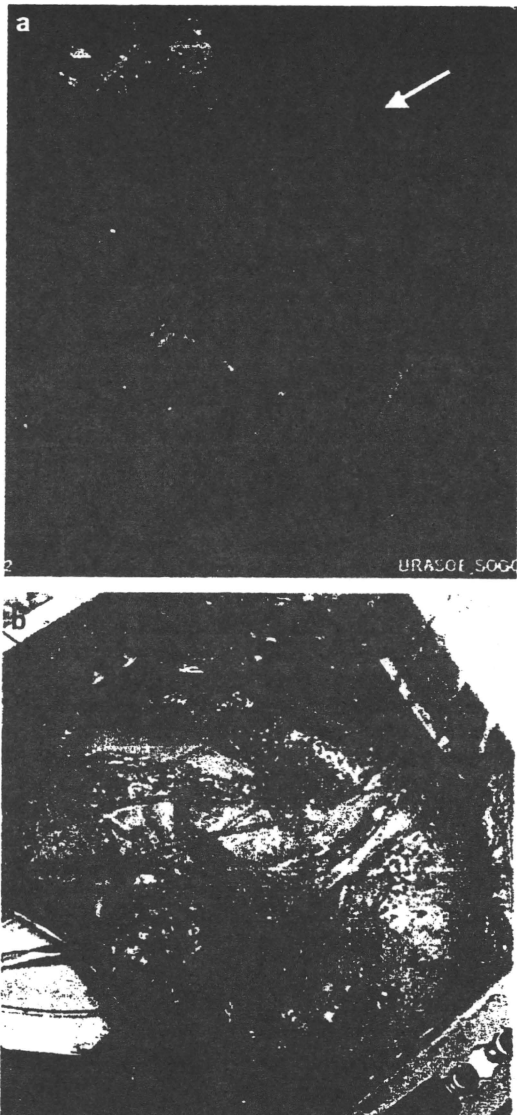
(a) Preoperative 3D-CT shows aneurysmal dilation from distal arch to descending aorta due to chronic type IIIb dissecting aneurysm (arrow). (b) Intraoperative findings show significantly enlarged distal arch (arrow).
